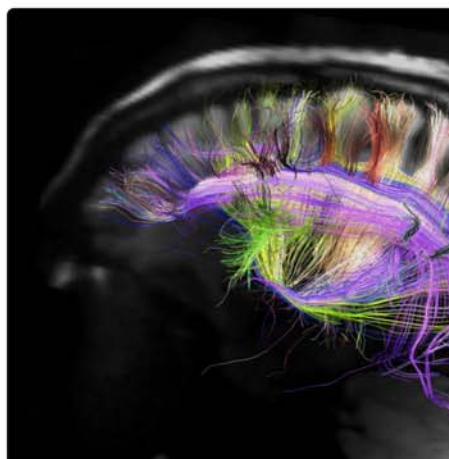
Imagen de una resonancia magnética del cerebro humano que muestra una red de conexiones neuronales.
